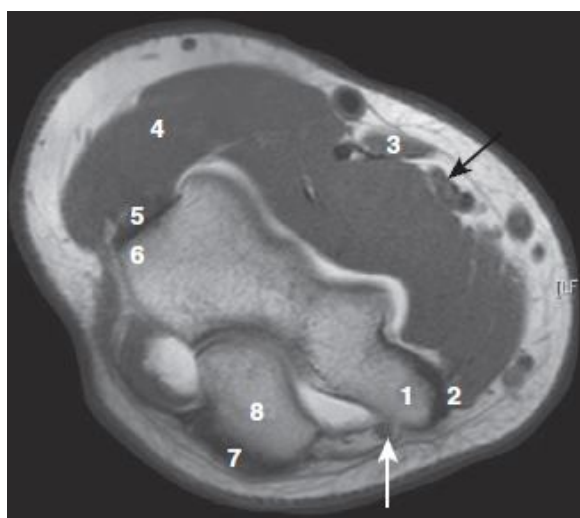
Arthro-IRM du coude en coupe axiale pondérée en T1. 1, Épicondyle médial ; 2, origine du fléchisseur commun ; 3, tendon distal du biceps brachial ; 4, muscle brachioradial ; 5, origine de l'extenseur commun ; 6, épicondyle latéral ; 7, tendon du triceps ; 8, olécrâne ; flèche blanche, nerf ulnaire ; flèche noire, nerf médian.[70]
